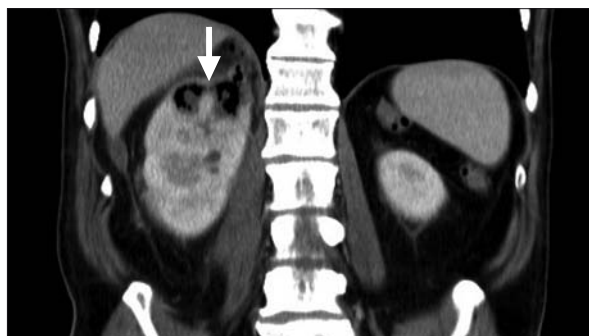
Tomografía computarizada en zona de abdomen.
